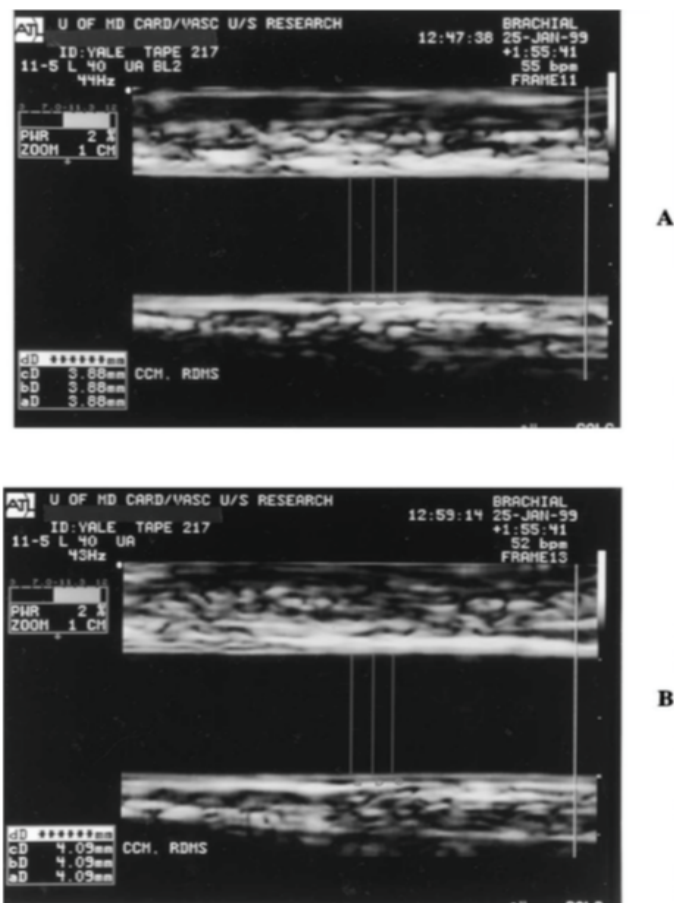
Ultrasound image of the brachial artery at (A) baseline and (B) 1 min after hyperemic stimulus.
